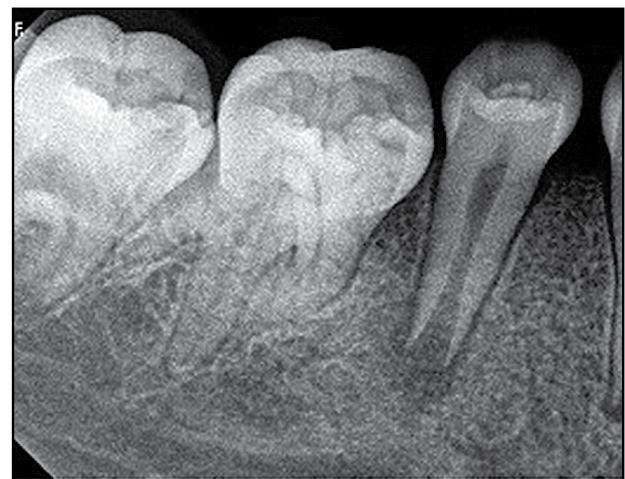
Piezas 45 y 35 radiográficamente presentan ápices abiertos asociados a lesión periapical.
